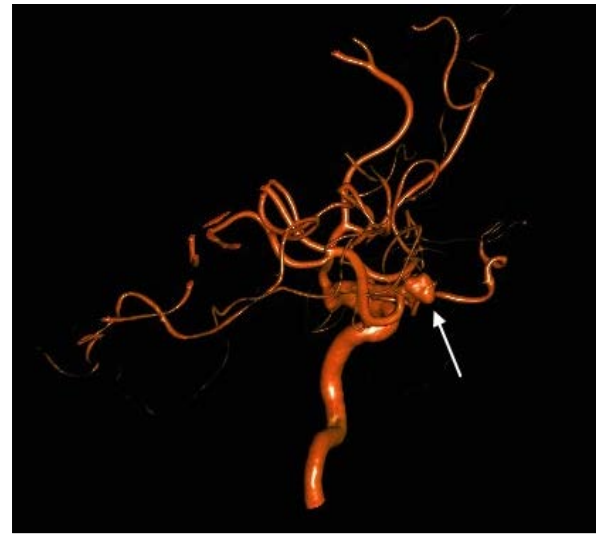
3D CTA eines MCA-Aneurysmas rechts (s. Pfeil). (Zur Verfügung gestellt vom Institut für Diagnostische und Interventionelle Neuroradiologie, UMG).
